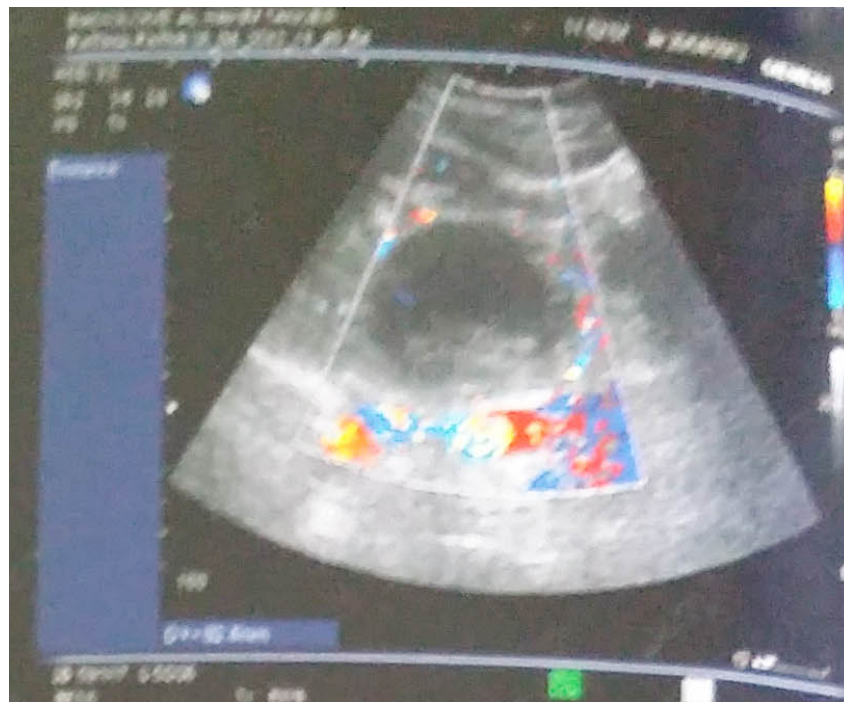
image échographique montrant un phéochromocytome surrenalien gauche.
